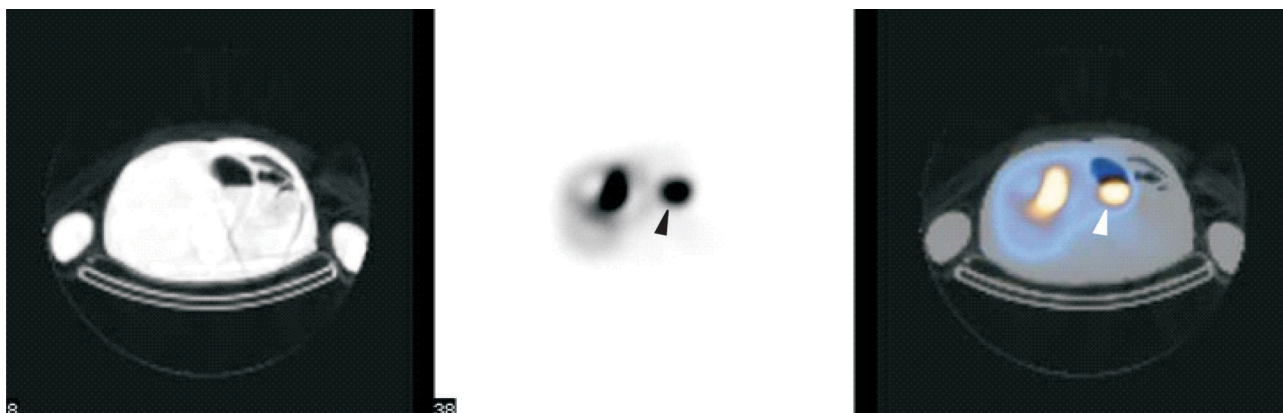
The SPECT/CT in old-man with duodenogastric reflux. Bile acid is not well seen on simultaneously non-contrast CT (A) but is clearly identified on SPECT (black arrow) (B) and apparently localized on SPECT/CT fused imaging (white arrow) (C).
